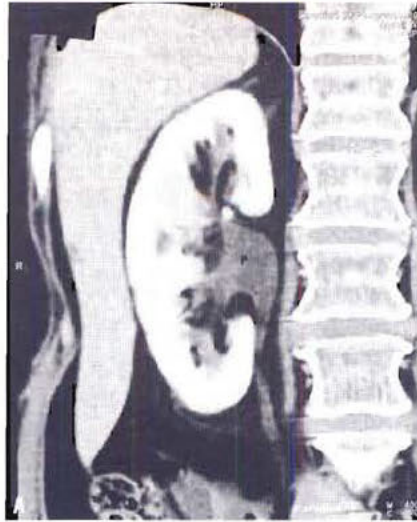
Tomodensitométrie (TDM). (A) La reconstruction TDM du rein droit dans le plan coronal montre le rehaussement du parenchyme rénal immédiatement après injection de produit de contraste. La médullaire entourant les papilles prend le contraste ; le produit de contraste n'a pas encore opacifié le bassinet. (B) Une reconstruction en oblique du rein montre la veine rénale (VR).
